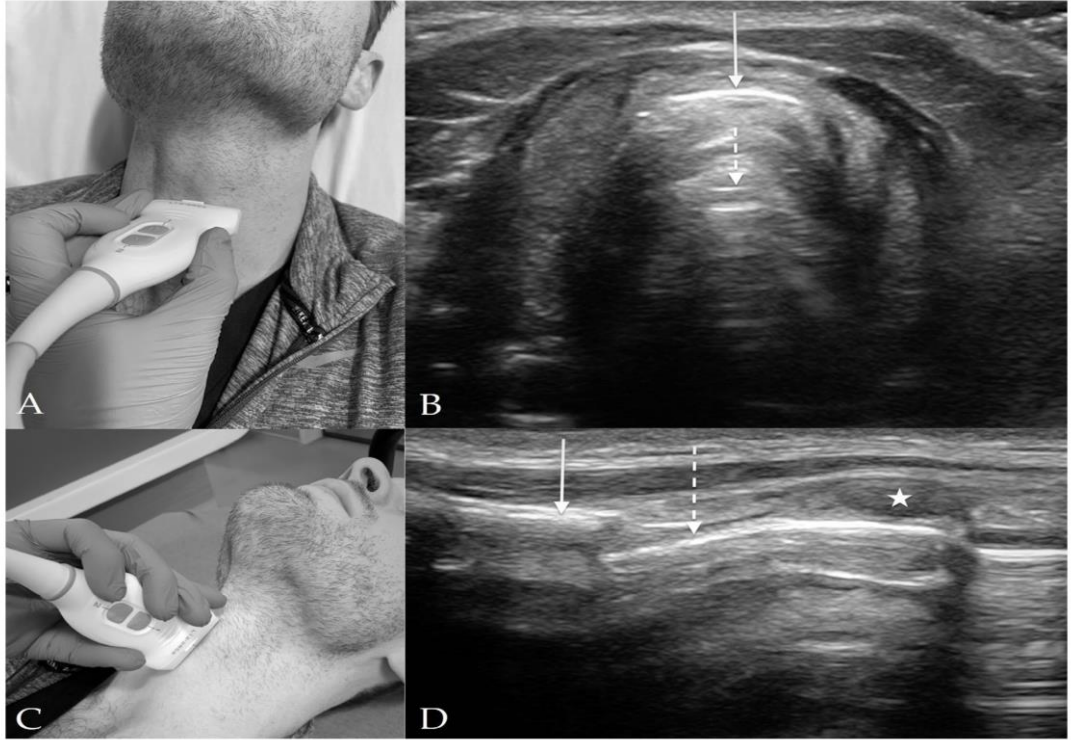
Ultrasonografide Tiroid Görünüm (4)
